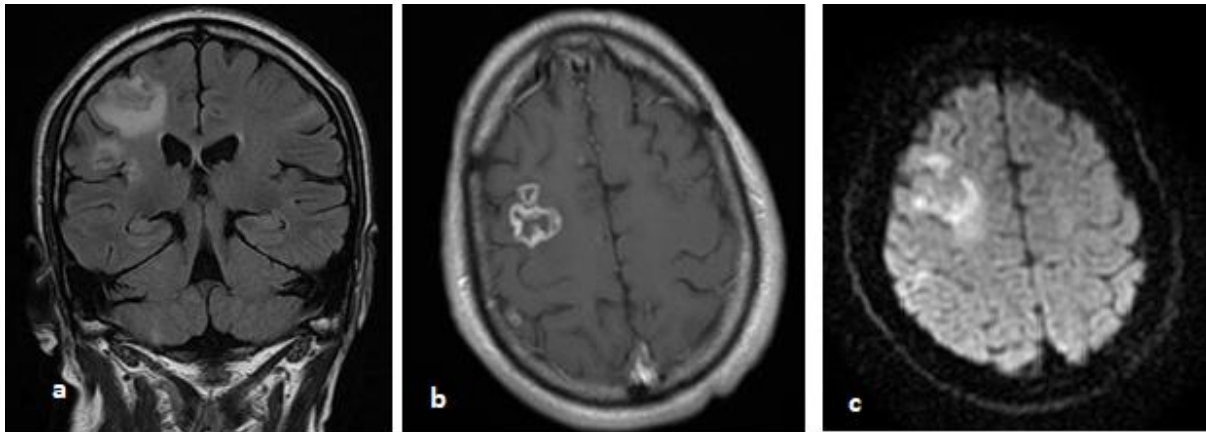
IRM cérébrale en coupes coronales FLAIR (a) , T1 avec injection du gadolinium (b) , diffusion b1000 (c) trois lésions nodulaires frontales droites en iso signal FLAIR entourées d'un œdème péri-lésionnel, sans traduction sur la diffusion rehaussées de façon annulaire après injection du gadolinium avec individualisation d'un nodule sur la face interne du rehaussement d'où le signe eccentric target sign pathognomonique de la toxoplasmose cérébrale .
